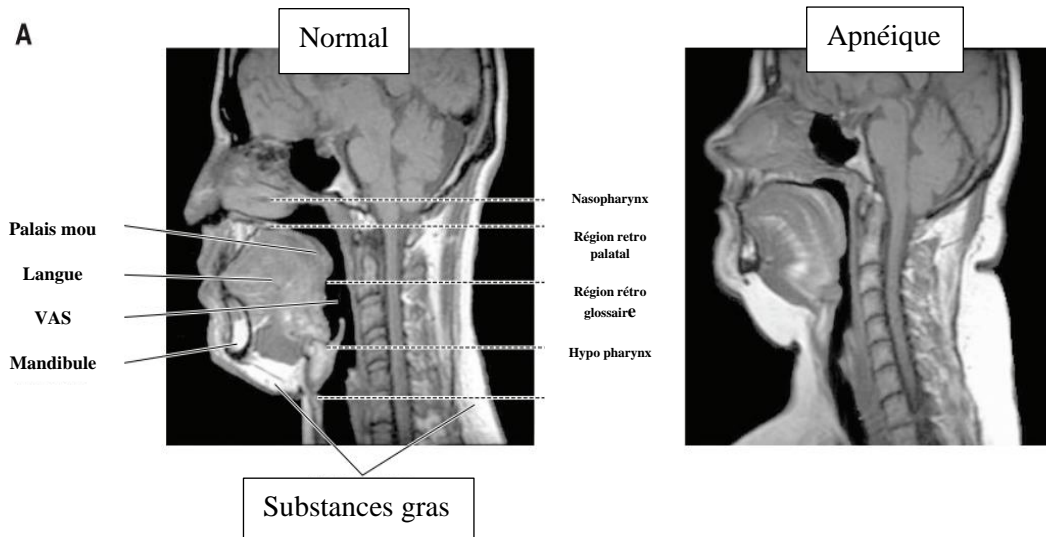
Image par résonance magnétique (IRM) mi sagittale chez un sujet normal (à gauche) et chez un patient souffrant d'AOS sévère (à droite) (11)
